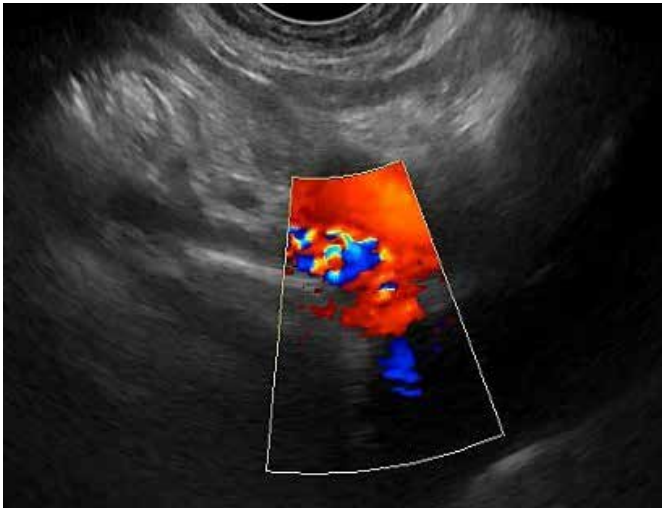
Doppler color de la arteria subclavia izquierda que muestra el fenómeno de aliasing. Imagen obtenida colocando el transductor endovaginal convexo en la fúrcula esternal de la paciente
